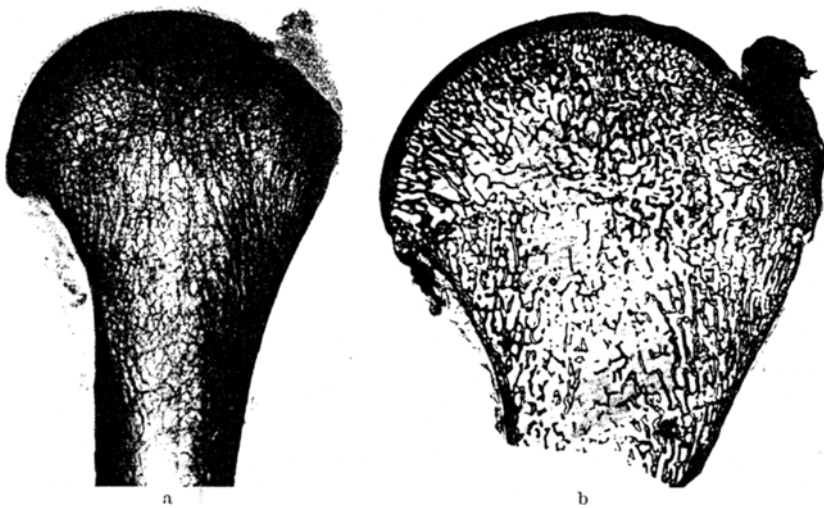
Proximale Humerusepiphyse. a Röntgenbild einer Sägescheibe, natürliche Größe. b Übersichtsschnitt des gleichen Objektes. Deutlicher tubulärer Bau auch der nichtsklerosierten Teile (van Gieson, Vergr. 1 : 1,5).
